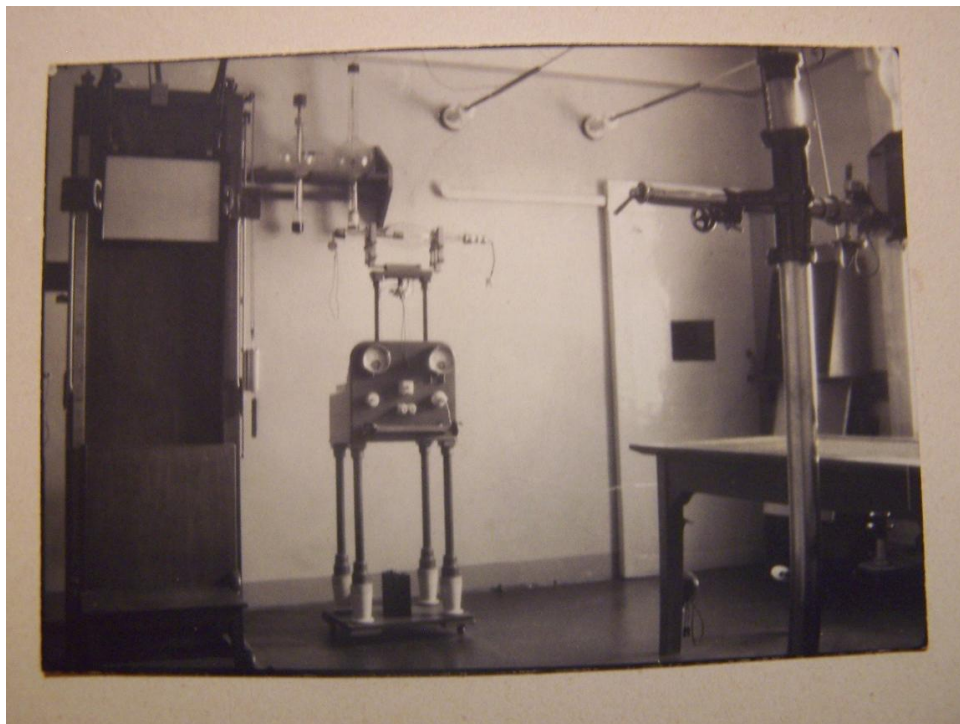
Původní rentgenová lampa, kterou používal Wilhelm Röntgen
